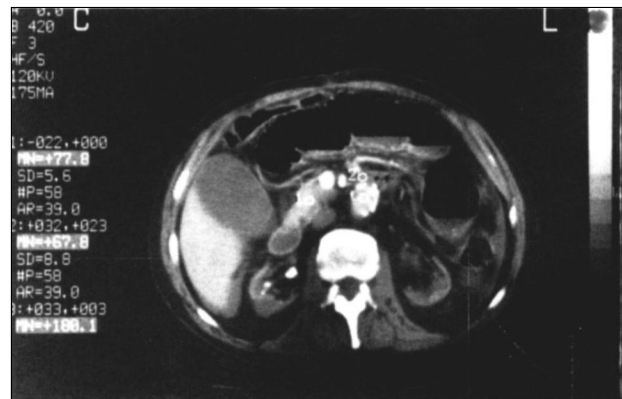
TAC con contraste. Aumento de la densidad de la grasa periaórtica y de la pared de la 3.ª porción duodenal (incremento de 30-35 unidades Hounsfield respecto de figura 1).
